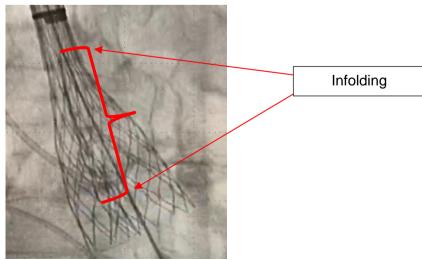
Beispiel einer Röntgenaufnahme, die Infolding zeigt.
